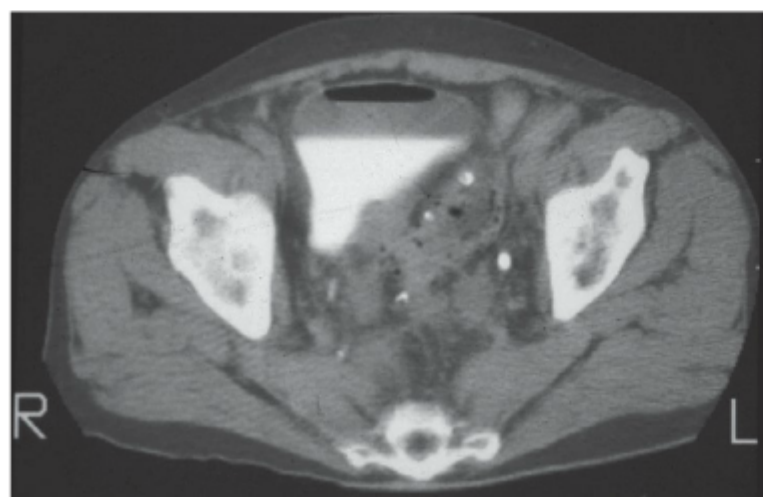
TC da pelve. O paciente tem diverticulite, e o ar na bexiga indica uma fistula entre o sigmoide e a bexiga.
